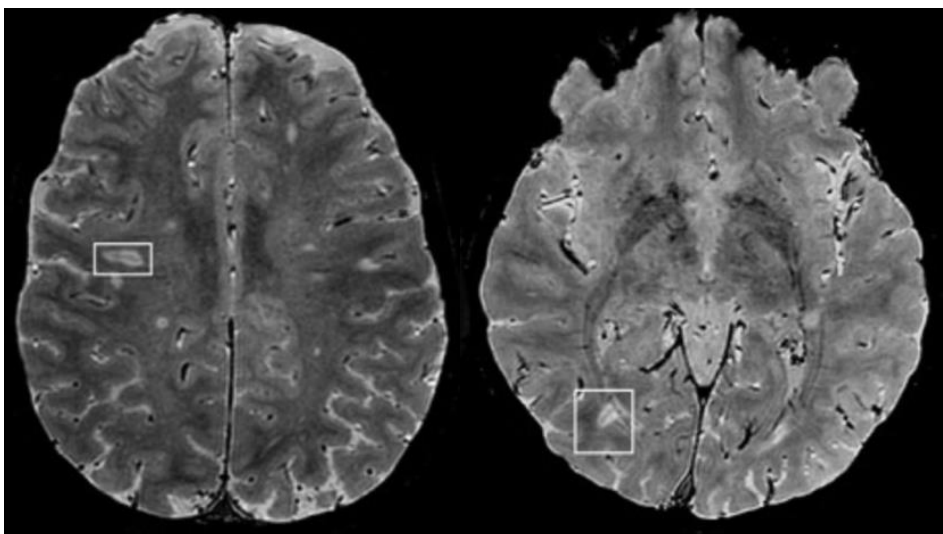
Signe de l'anneau paramagnétique apparaissant sous la forme d'un hyposignal autour de lésions chroniques actives (IRM 7T) d'après Dal-Bianco et al. 2021⁴¹
